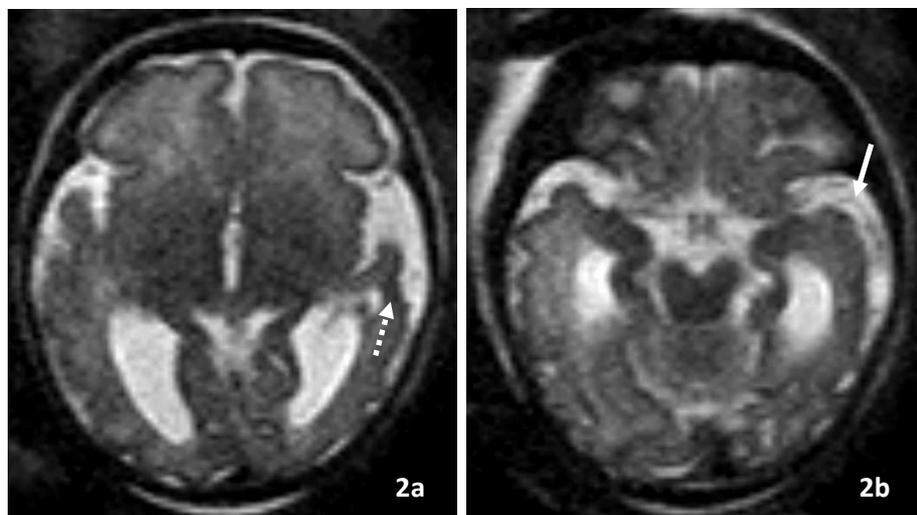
IRM cérébrale à la 34^{ème} SA. Lacune péri-ventriculaire temporale externe droite (flèche pointillée) et plissement corticale moins marqué du côté droit (flèche continue).
